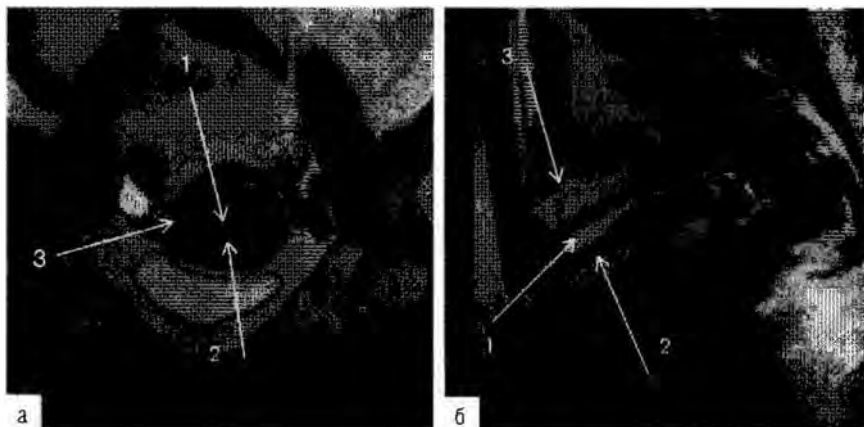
Магнитно-резонансная томограмма нормальной анатомии матки: а — в T2-взвешенном изображении определяются: 1 — функциональный слой эндометрия, имеющий высокую интенсивность магнитно-резонансного сигнала; 2 — переходо-соединительная зона с низкой интенсивностью магнитно-резонансного сигнала; 3 — миометрий с более высокой интенсивностью сигнала, чем у переходо-соединительной зоны; б — на сагиттальном срезе в T2-взвешенном изображении определяются аналогичные анатомические особенности визуализации слоев матки: 1 — функциональный эндометрий; 2 — переходо-соединительная зона; 3 — миометрий.
